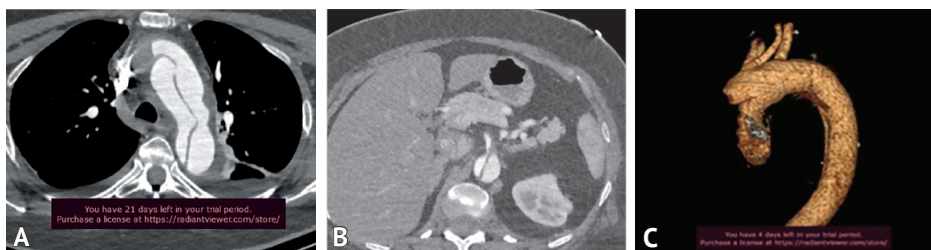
А, С — признаки диссекции дуги аорты; В — признаки диссекции верхней брыжеечной артерии и мальперфузии висцеральных органов
